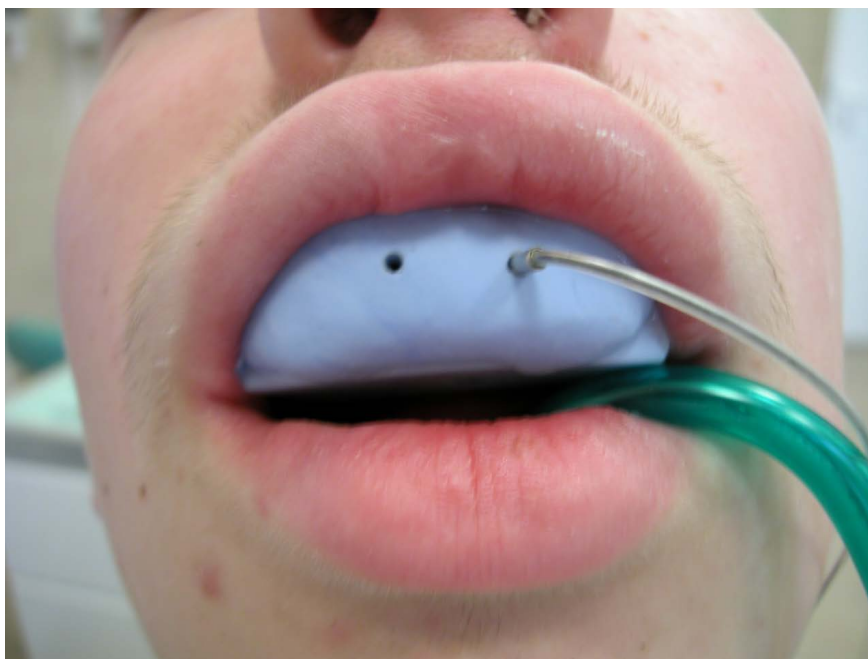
Dwukanałowy laserowy przepływomierz Dopplera moorVMS-LDF2 (moor instruments)
